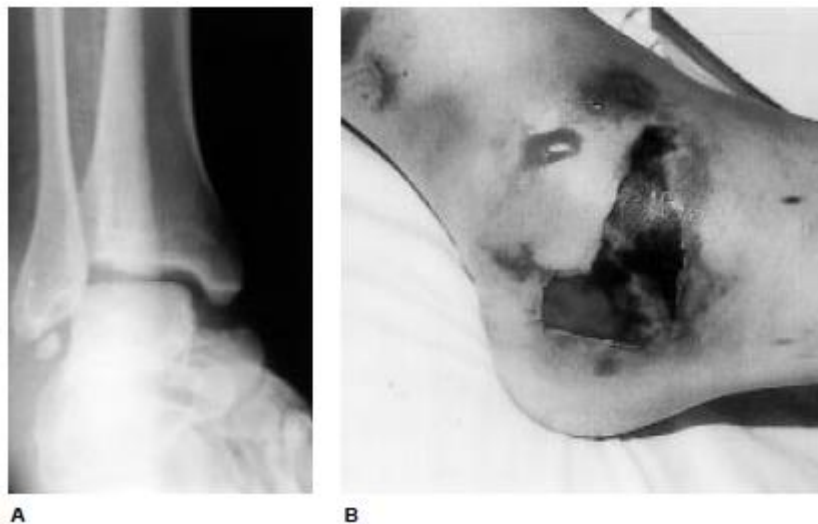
(A) Radiographie de la cheville, incidence antéropostérieure, montrant une fracture de type III de Hawkins. (B) La fracture n'a pas été réduite dans les premières 48 heures, ce qui a entraîné une perte de substance cutanée sur toute son épaisseur, nécessitant un recouvrement par lambeaux et greffe cutanée. [21]
